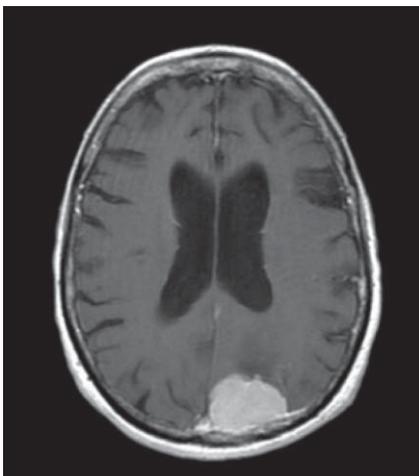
IRM T1 avec injection de gadolinium.
